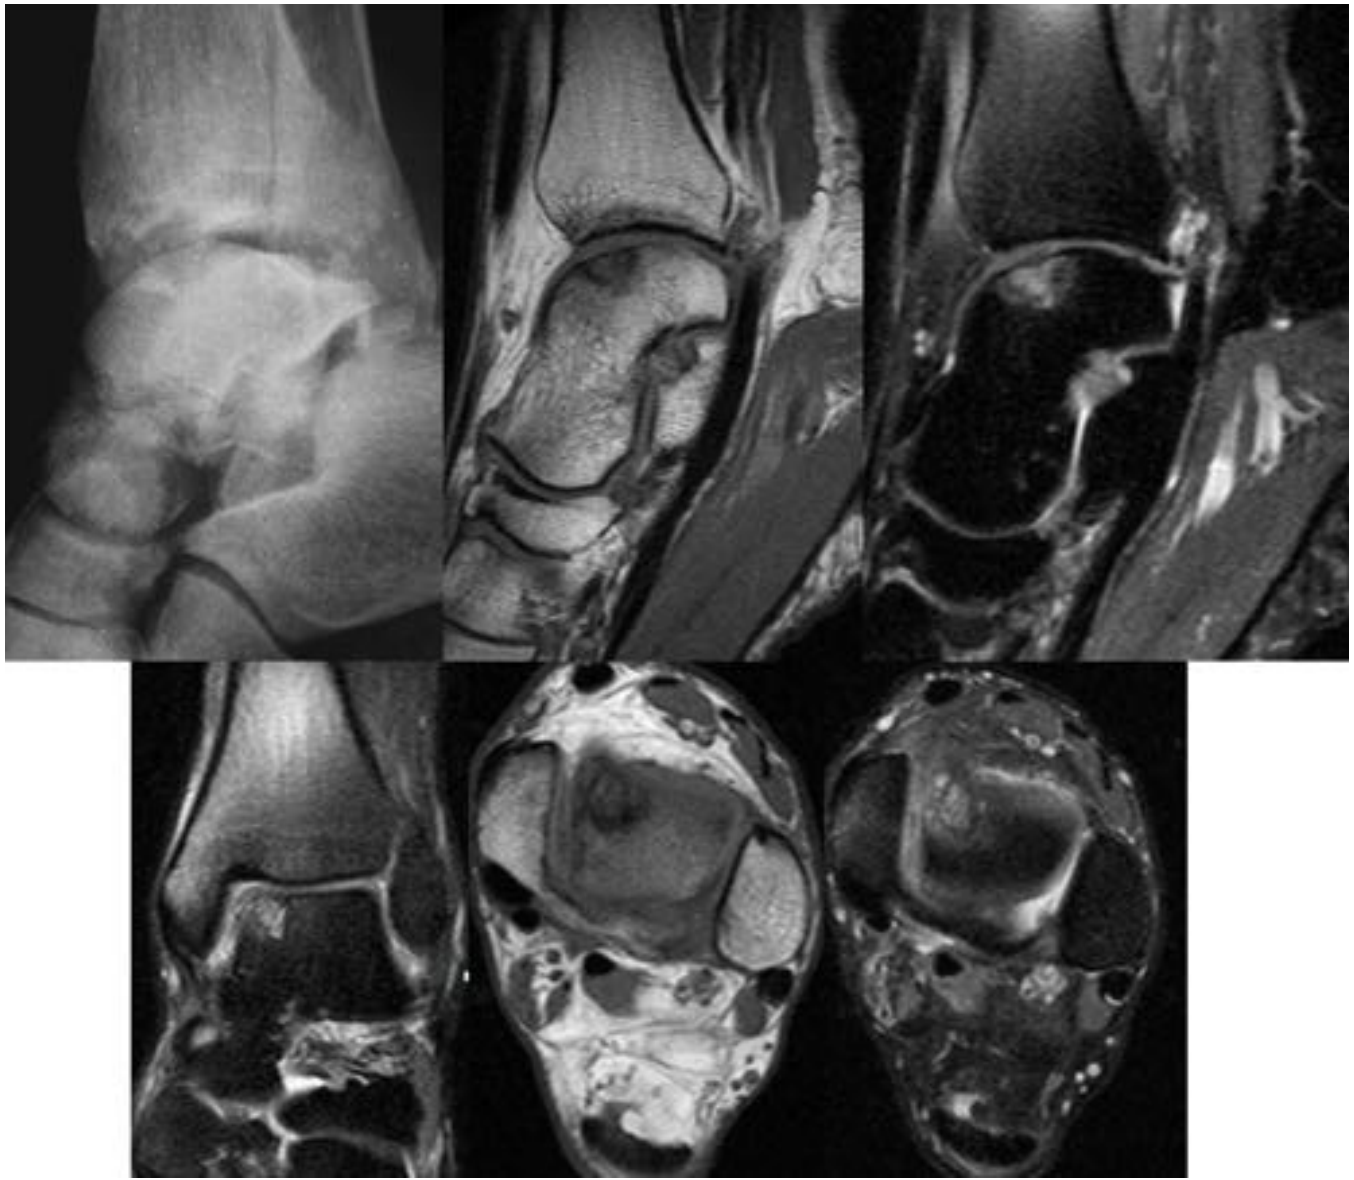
ON del astrágalo. Rx lateral del pie muestra una pequeña zona de lucencia subcondral en el astrágalo. RM se observa en la cúpula del compartimento interno del astrágalo una línea subcondral hipointensa tanto en secuencias potenciadas en T1 como en DP con supresión grasa.
